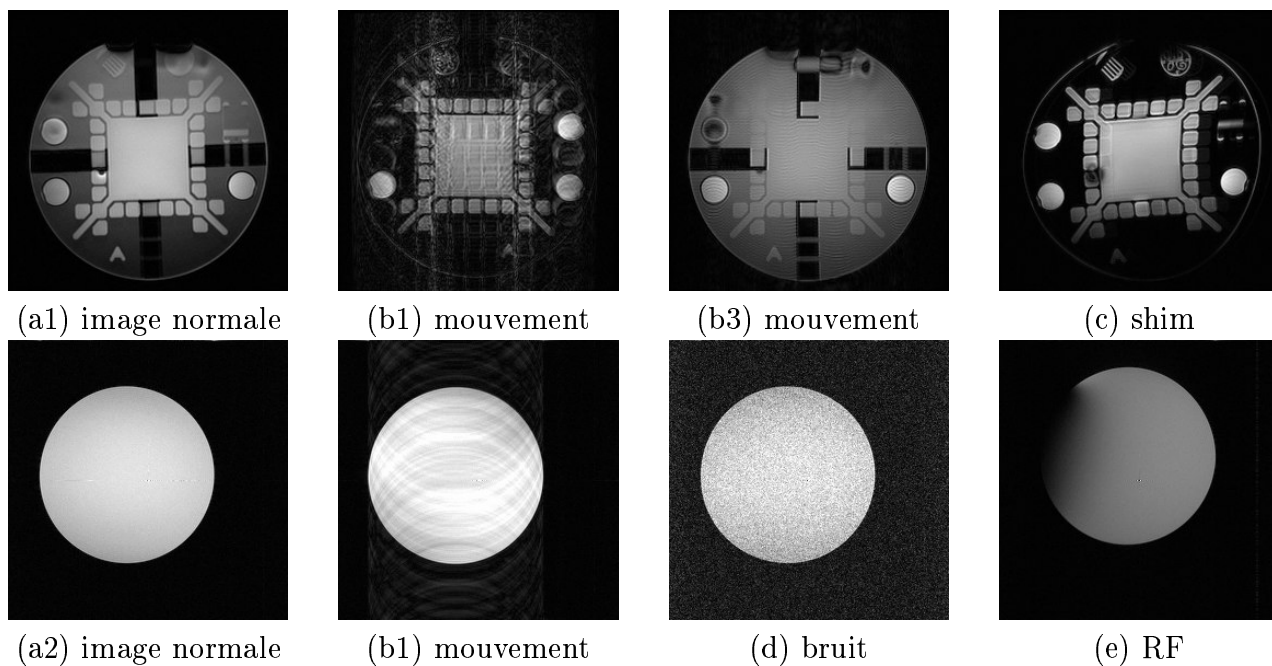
Artefacts IRM classiques. (a) Image normale, ou « fantôme ». (b) De légers mouvements du fantôme peuvent provoquer des artefacts très distincts selon le moment de l'acquisition où ils ont lieu. (c) Si des distorsions du champ magnétique principal sont mal compensées (shim), des distorsions géométriques dans l'image peuvent apparaître. (d) Bruit aléatoire (e) artefact RF provoqué artificiellement en introduisant une plaque métallique qui produit une distorsion du champ RF (sources UCLA, University of Illinois).*
